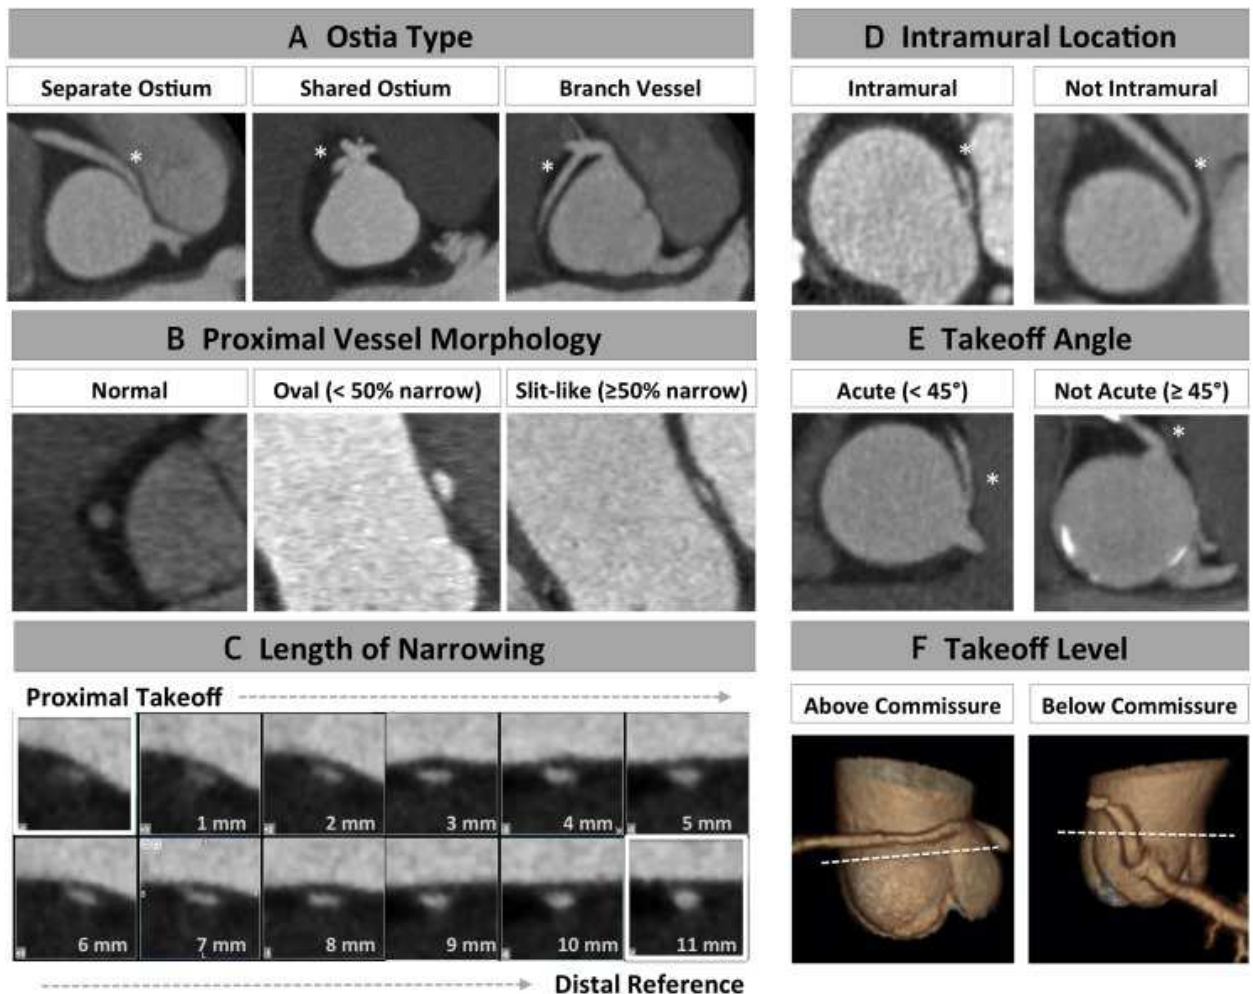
Características AAOCA identificadas por CTA
